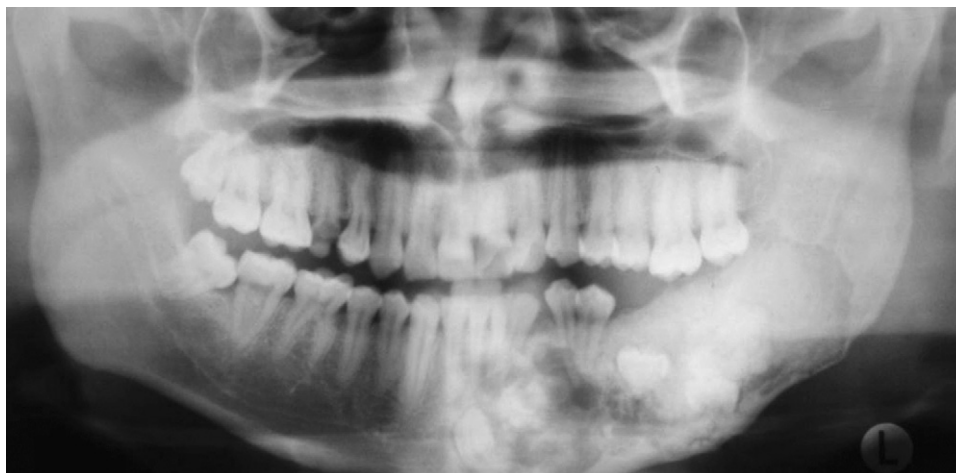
Radiografía panorámica. Se observa extensa lesión mixta de predominio radioopaco con límites netos que compromete cuerpo y rama mandibular del lado izquierdo.
